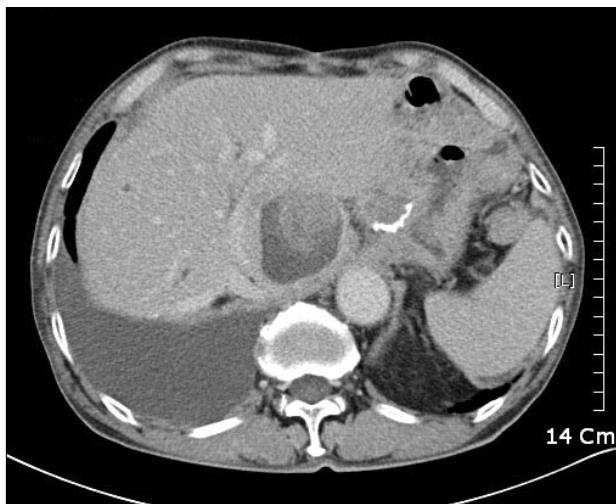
A 5.5 cm-sized mass contained cystic and solid components shown on abdominal CT at 4 months after extended right hepatectomy was done.
